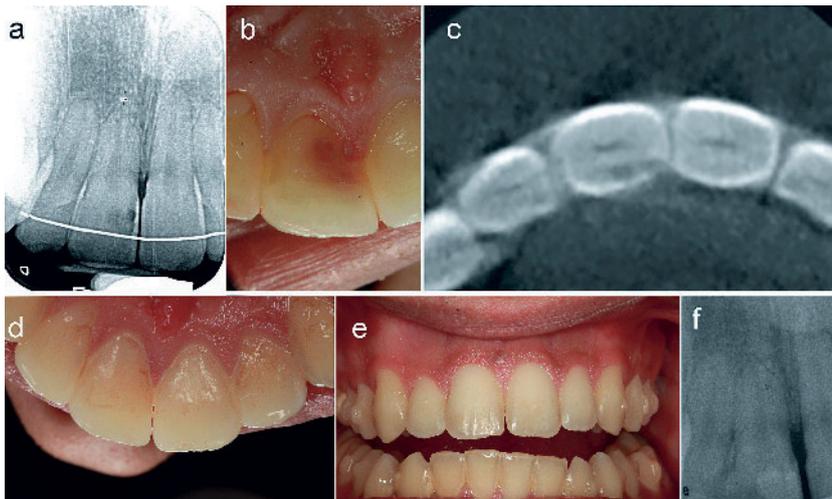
Invasive, laterale, gingivale Resorption an Zahn 11 mesial; a) prä-operativer Röntgenbefund; b) klinisch imponiert ein „pink spot“; c) DVT Aufnahme zur Evaluation der Defektgröße; d-f) Zustand nach Lappenoperation, Defektdarstellung und Behandlung mit Trichloroessigsäure sowie Füllungstherapie mit Glasionomerzement zur Vitalerhaltung des Zahnes drei Monate nach Therapie.
